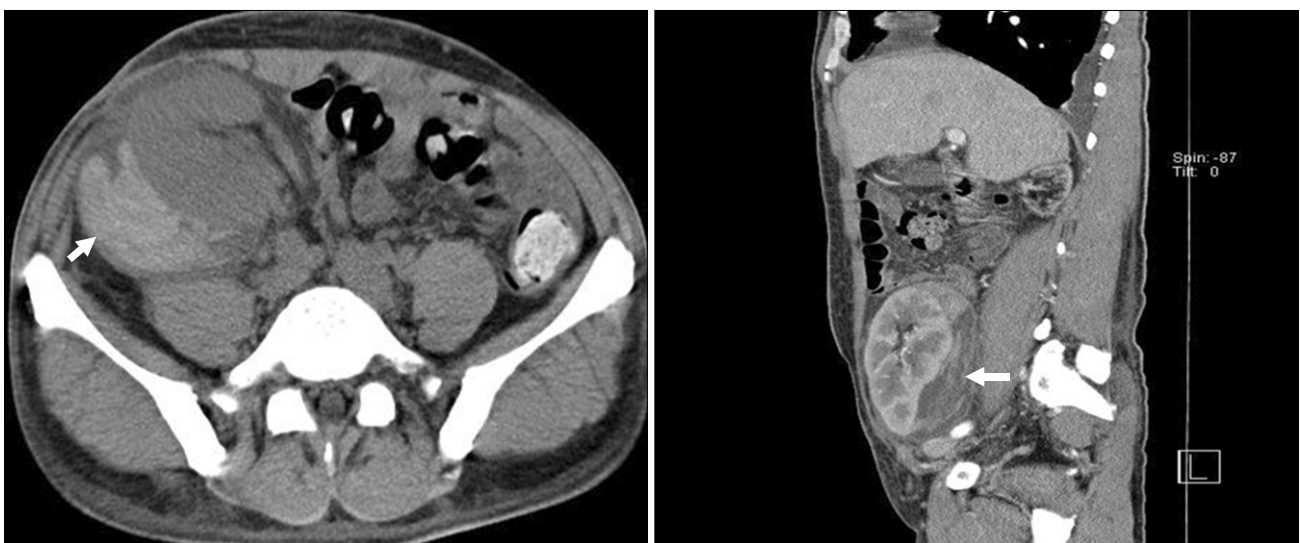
Non-contrast computed tomography scan (CT) shows a subcapsular hematoma (arrow) in the transplanted kidney. No mass lesion or cyst was found on the CT scan.
